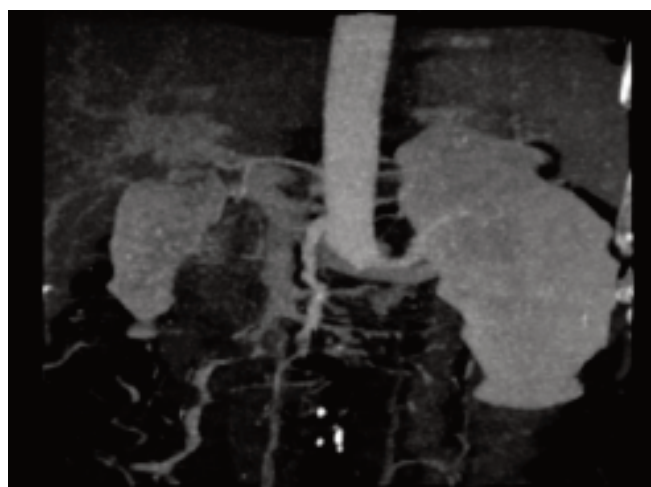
Angio-TAC abdominal que muestra la presencia de una trombosis aortoilíaca y de la arteria renal derecha. Obsérvese la disminución del tamaño del riñón derecho y el desarrollo de circulación colateral.
